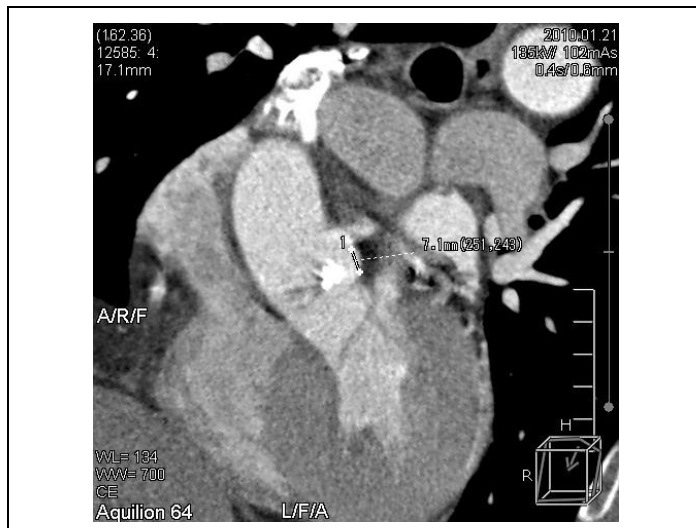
МСКТ. Многоплоскостная реконструкция.
